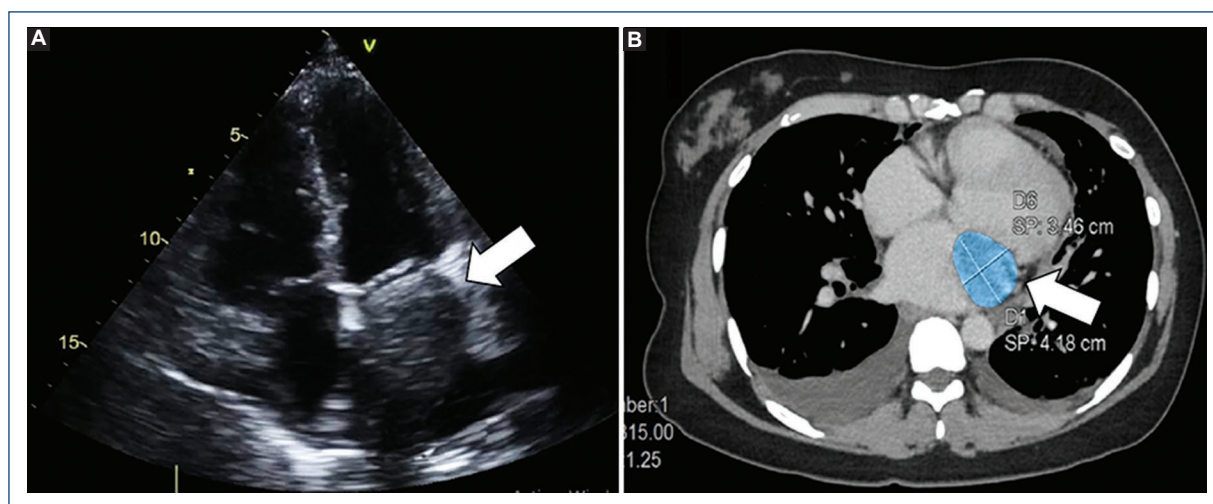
Estudios de imagen cardíaca. A: ecocardiograma transtorácico, vista de cuatro cámaras, que muestra una masa en la aurícula de aspecto sólido, irregular, de 37 × 29 mm (flecha), asociada a estenosis e insuficiencia de válvula mitral, ambas graves, y derrame pericárdico global. B: tomografía computarizada de tórax en fase venosa que muestra cardiomegalia global y una masa hipodensa (28 UH) de 4.3 × 3.8 × 3.3 cm en la aurícula izquierda (flecha), que pierde interfase con el miocardio adyacente e involucra a la válvula mitral y la porción basal del ventrículo izquierdo.
